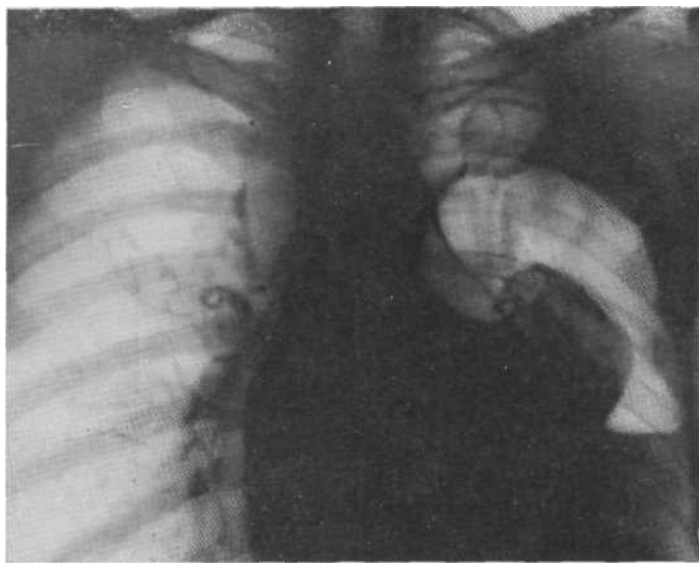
Рентгенограмма в прямой проекции. Гигантский гангренозный абсцесс с огромным секвестром и уровнем жидкости, занимающий всю нижнюю долю левого легкого с переходом на верхнюю. Смешанная полость, стенками которой являются стенки абсцесса и плевральная полость. Абсцессоскопия.
